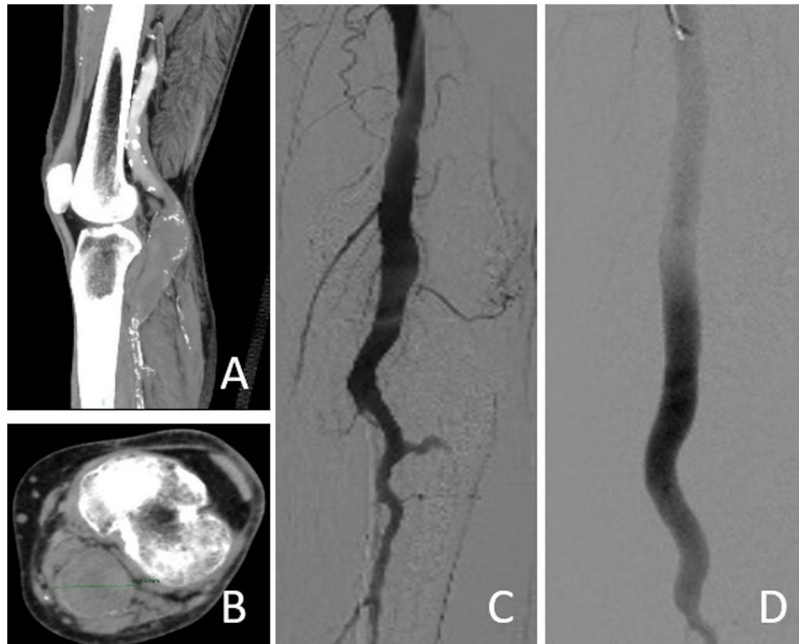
Caso 1. A: reconstrucción aneurisma poplíteo. B: angio-TC miembro inferior con corte transversal con medición aneurisma poplíteo. C: arteriografía intraoperatoria. D: arteriografía con injerto implantado, donde se muestra exclusión del aneurisma poplíteo y permeabilidad distal al mismo.
